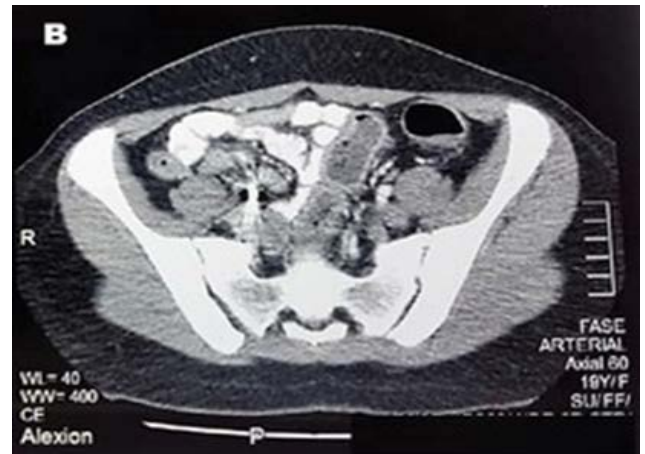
B: Tomografia computadorizada apresentando corpo estranho (9x6mm) no íleo terminal, com densidade metálica.
